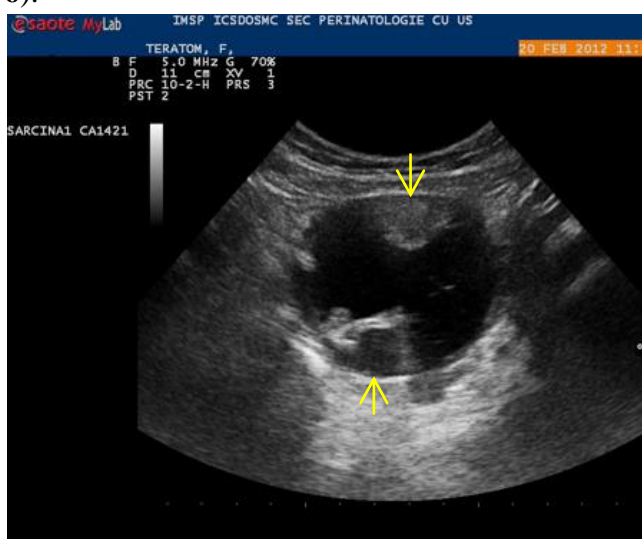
Ultrasonografie: teratom matur a ovarului stâng, nodulul Rokitansky (→)
